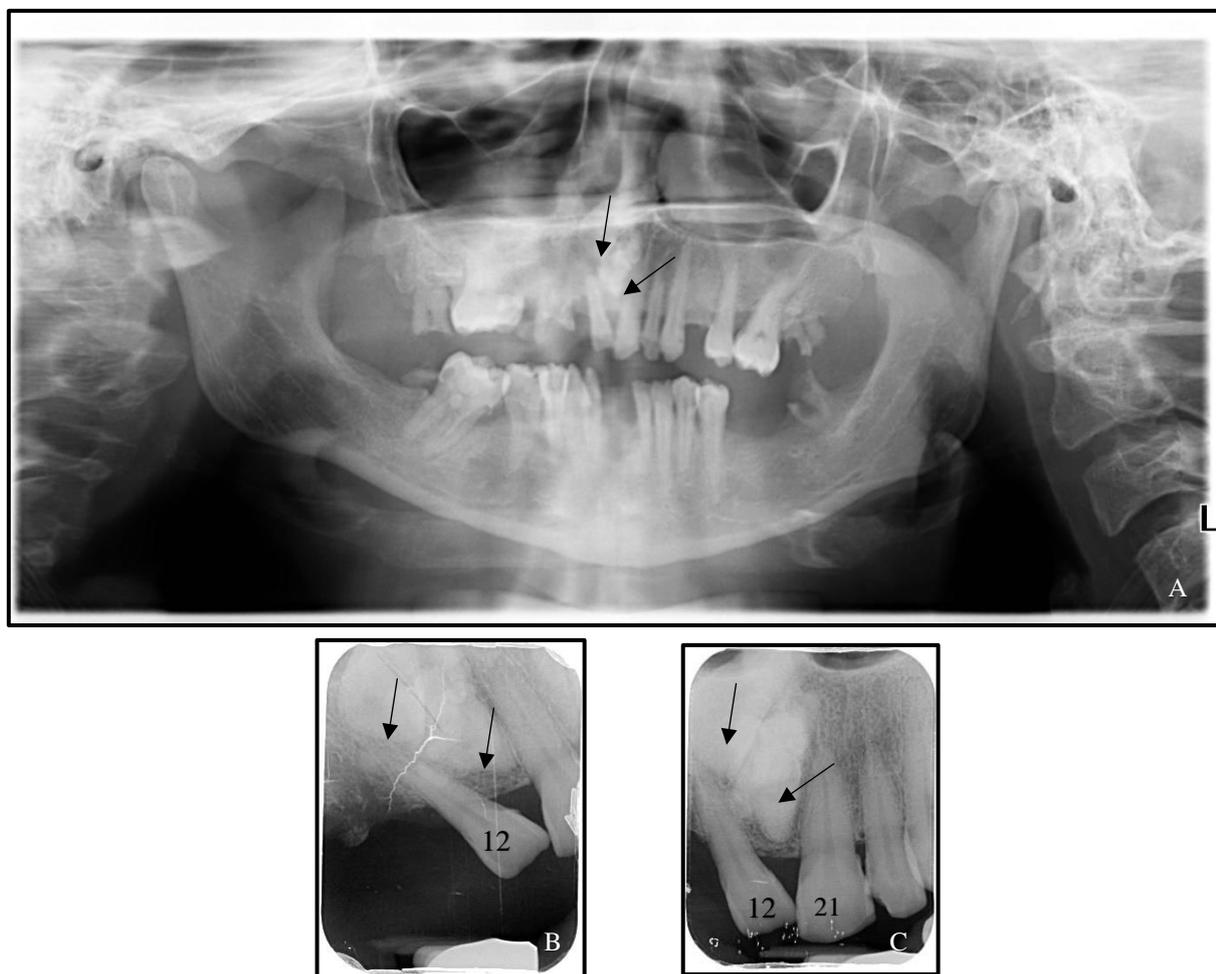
Radiographies préopératoire. A : Radiographie panoramique. B : Rétroalvéolaire orthogonale. C : rétroalvéolaire excentrée. CHU de NANTES, TEIXEIRA Clémence, MOREAU Clothilde.
